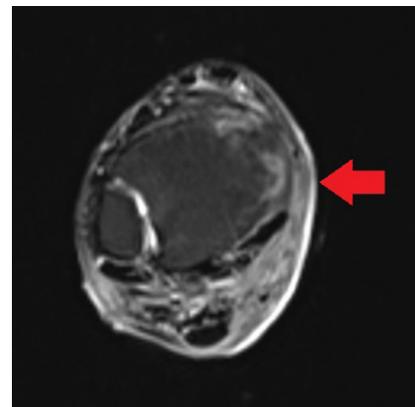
▲ MRT des rechten Unterschenkels: Knocheninfiltration der Epi- und Metaphyse
